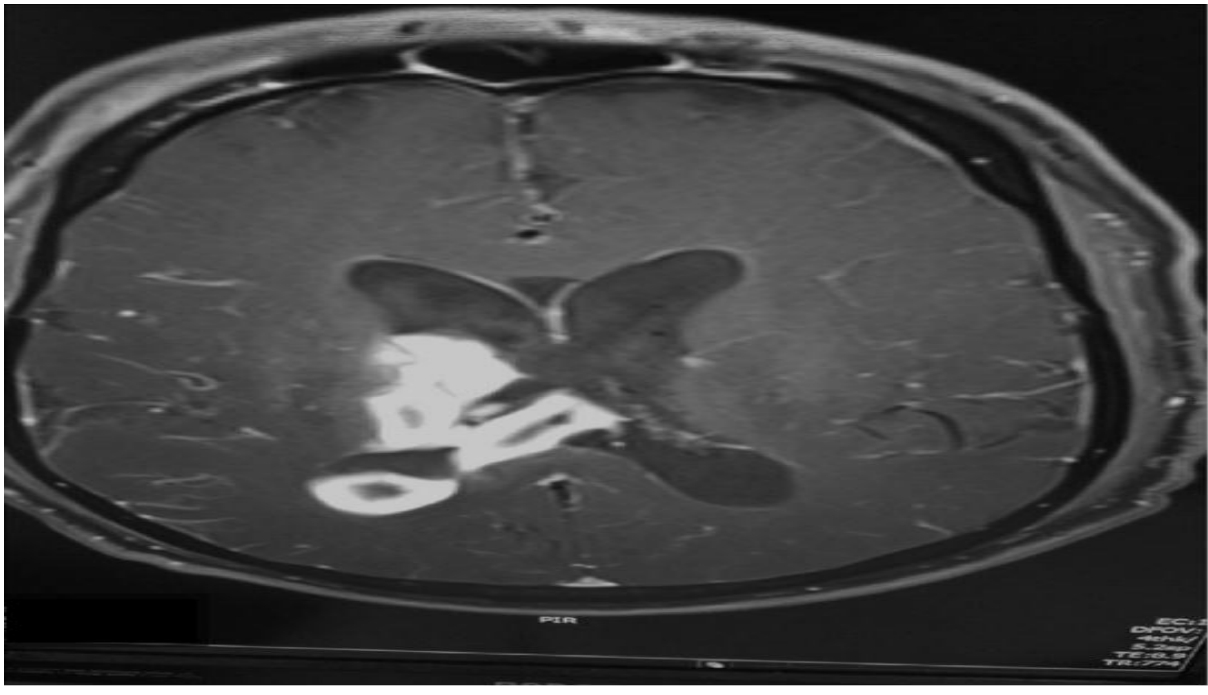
Coupe axiale d'une IRM (séquence T1) montrant un aspect de ventriculite chez un nouveau-né atteint de méningite [Iconographie du service de néonatalogie et réanimation néonatale CHU Mohammed VI]
